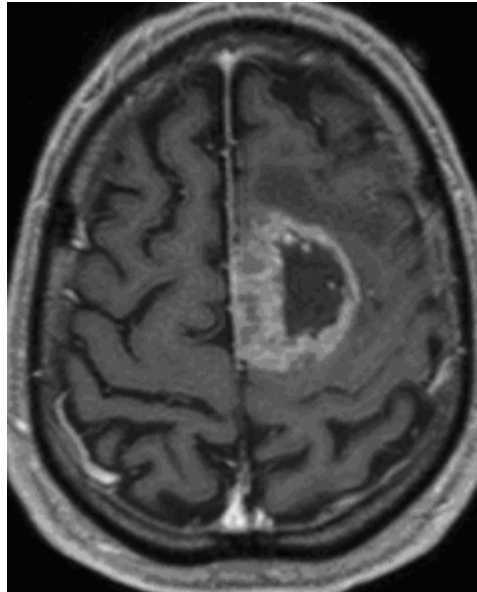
A: Präoperative MRT des Zerebrums. Die T1-gewichtete Aufnahme nach Gadoliniumgabe zeigt ein teils zystisches, teils solides Glioblastom, links präzentral.
